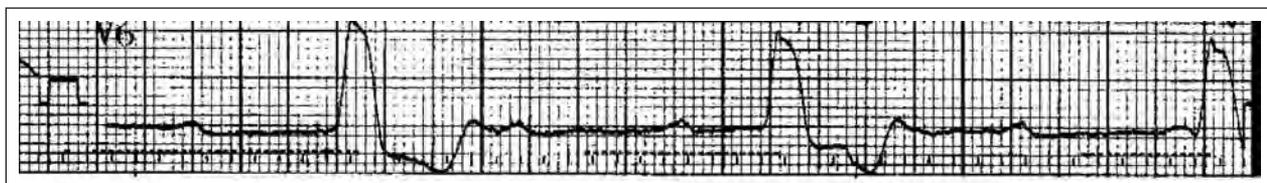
Paciente de 68 anos, portadora de miocardiopatia dilatada grave e BAV total, apresentou-se ao pronto-socorro após síncope com convulsão. Havia sido encaminhada primeiramente ao neurologista. Após uma tomografia do encéfalo e um EEG normal, foi encaminhada ao cardiologista e submetida a implante de um marcapasso biventricular com desfibrilador.
